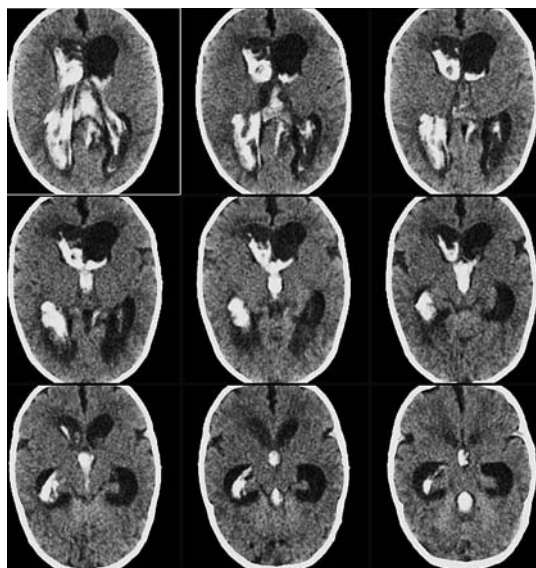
МСКТ (серия аксиальных срезов): определяется расширение желудочковой системы мозга на фоне заполнения ее гиперденсивной гематомой. Просматривается распространение кровоизлияния в паренхиму паравентрикулярного белого вещества справа
